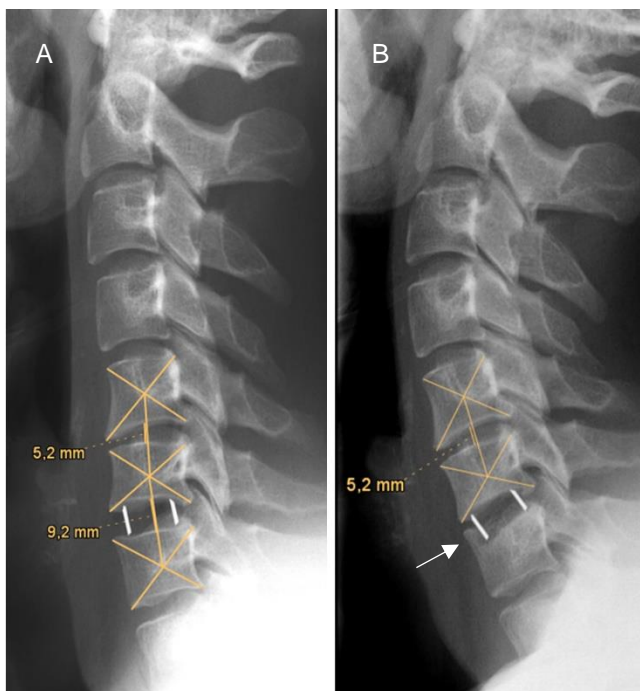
postoperative Röntgenbilder nach Cagefusion im Segment HW 6/7; A: 1. postoperativer Tag mit regelrechter Cagelage; B: 6 Wochen postoperativ mit Cagesinterung in die ventrale Deckplatte (Pfeil)
